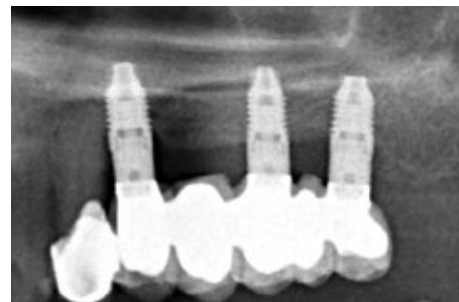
Radiografie la 10 ani de urmărire, fără pierderi osoase asociate în zona reabilitată cu grefa.
